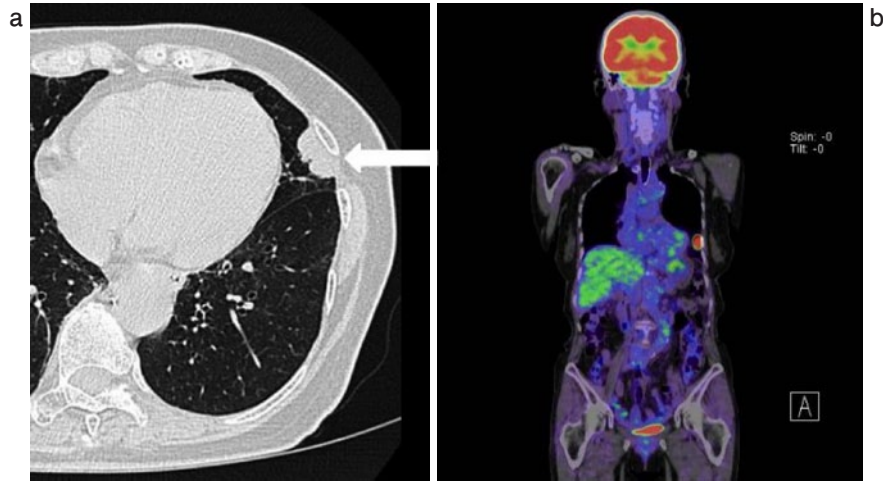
胸部 CT と PET/CT. (a)胸部 CT. 左 S5 に 30×14 mm 大の胸壁に接する腫瘍(矢印)を認めた. (b) PET/CT. 左 S5 病変に SUV<sub>max</sub> 10.37 の FDG の異常集積を認めた.
